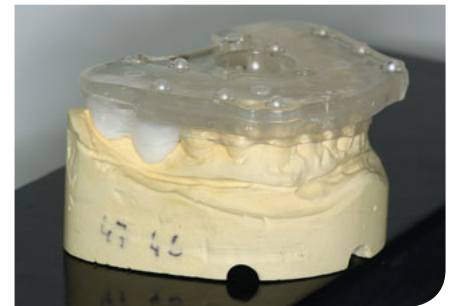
Überführung der gewünschten prothetischen Aufstellung in röntgenopake Zähne und Verbindung mit einer Röntgenplatte.
